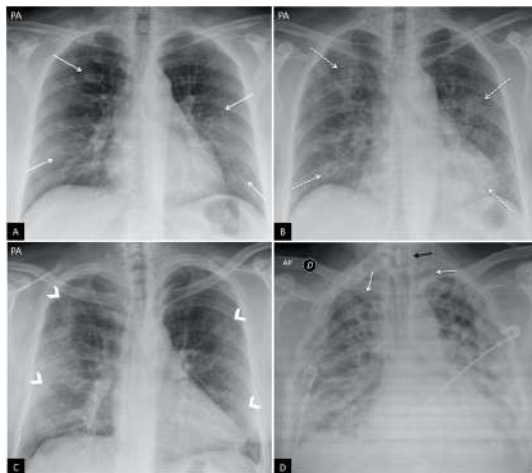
Hallazgos típicos de la neumonía COVID-19. A) Mujer de 47 años con sospecha clínica de enfermedad COVID-19. Radiografía de tórax posteroanterior (PA). Patrón intersticial-reticular de predominio periférico (flechas). B) Misma paciente que en imagen A. Radiografía de tórax PA realizada 3 días después. PCR positiva para SARS-CoV-2. Aunque la radiografía está menos inspirada, se objetiva la aparición de tenues opacidades alveolares (flechas punteadas) redondeadas bilaterales y periféricas. C) Varón de 57 años con disnea y PCR positiva para SARS-CoV-2. Opacidades periféricas bilaterales en campos superiores, medios e inferiores (puntas de flecha). D) Varón de 45 años con disnea y COVID-19 confirmada con PCR. Radiografía de tórax anteroposterior con múltiples áreas de consolidación confluentes
